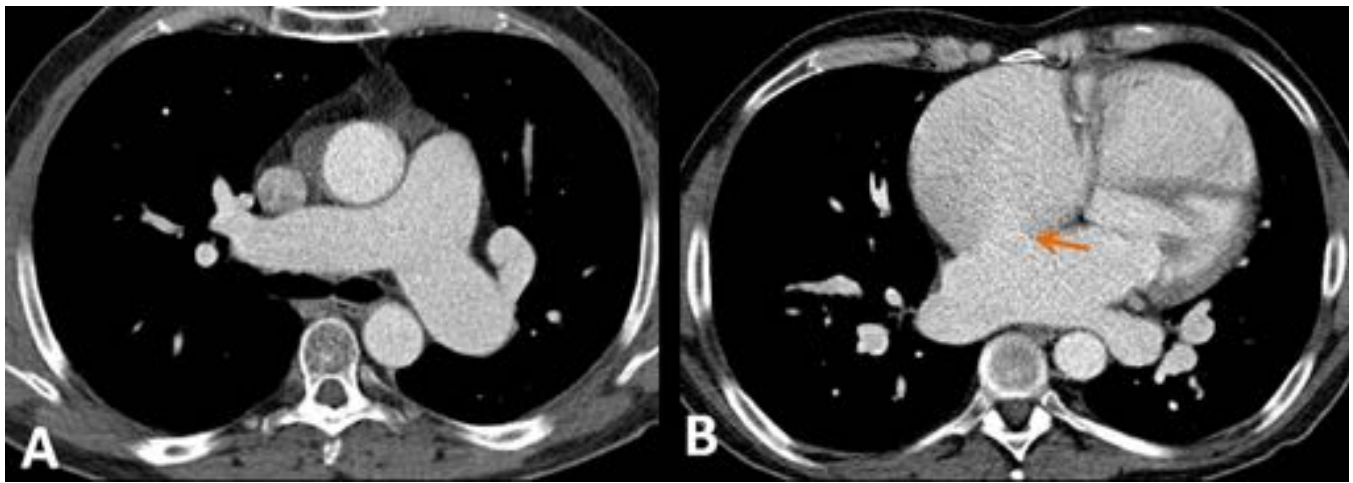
HIPERTENSIÓN PULMONAR. La TC axial a nivel de la bifurcación de la arteria pulmonar muestra una dilatación de la arteria pulmonar principal (más de 29 mm). Además, el diámetro de la arteria pulmonar principal aparece mayor que el de la aorta ascendente adyacente.
